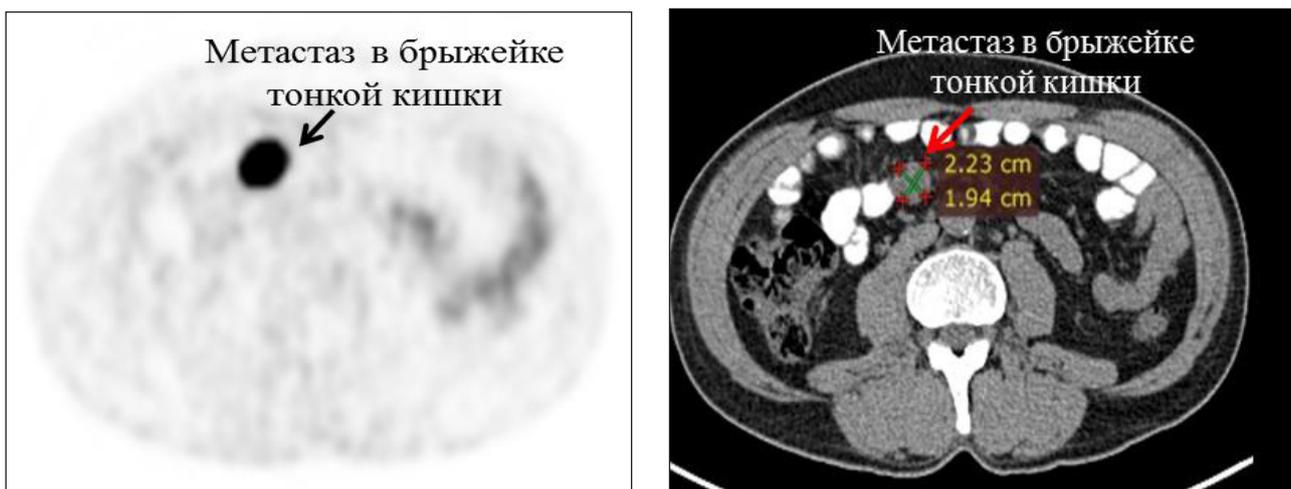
ПЭТ-КТ с ^{68}Ga -DOTA-TATE того же больного. Накопление РФП в метастазе брыжейки тонкой кишки (указан стрелкой)
